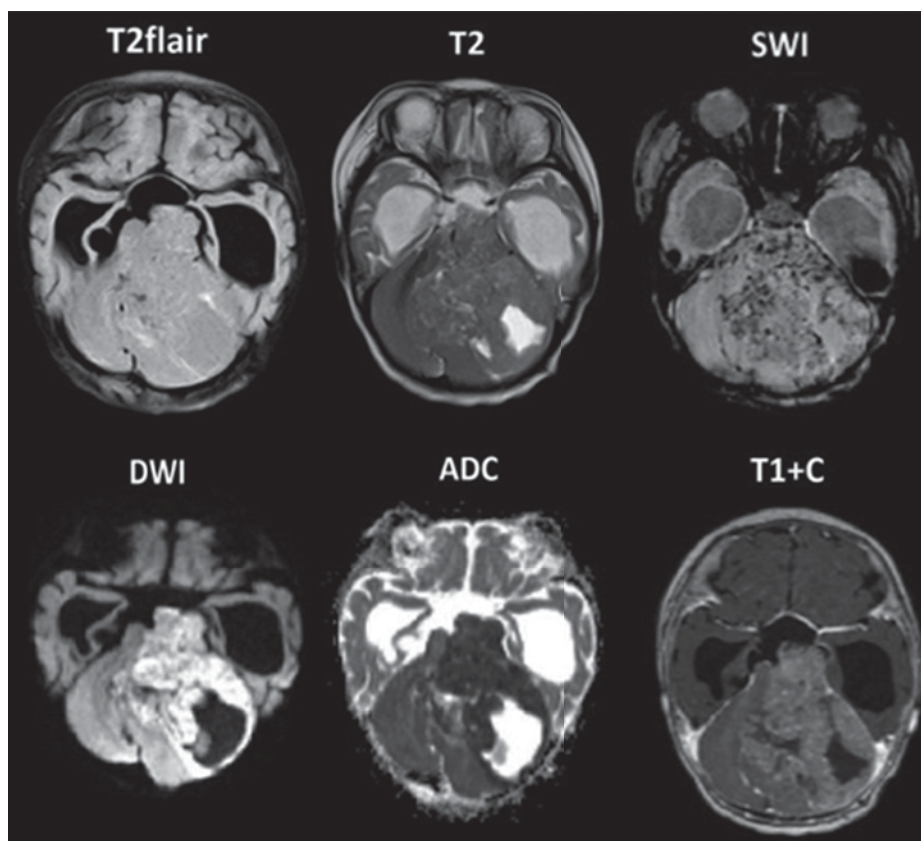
МРТ головного мозга пациента с атипичной тератоидно-рабдоидной опухолью, аксиальные изображения. Опухоль задней черепной ямки с поражением левой гемисферы мозжечка и ствола мозга с умеренным контрастированием, выраженным ограничением диффузии, умеренным перифокальным отеком. ИП SWI демонстрирует наличие артефактов магнитной восприимчивости за счет микрокровоизлияний. Отмечается выражено расширенная желудочковая система за счёт развития тривентрикулярной несообщающейся гидроцефалии
